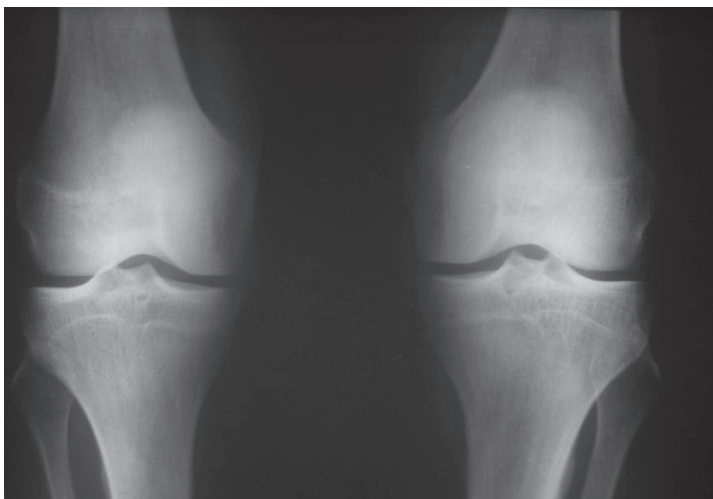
На рентгенограмі визначається крайове загострення замикальних пластин, міжвиросткових підвищень великогомілкових кісток, що відповідає I-II стадії рентгенологічних змін за Kellgren
